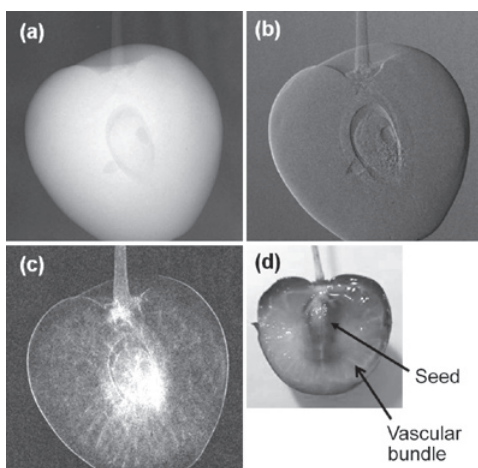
Images of a cherry. (a) conventional absorption contrast image, (b) differential phase image, (c) small angle scattering image, (d) photograph of cut-open cherry after radiographing.
